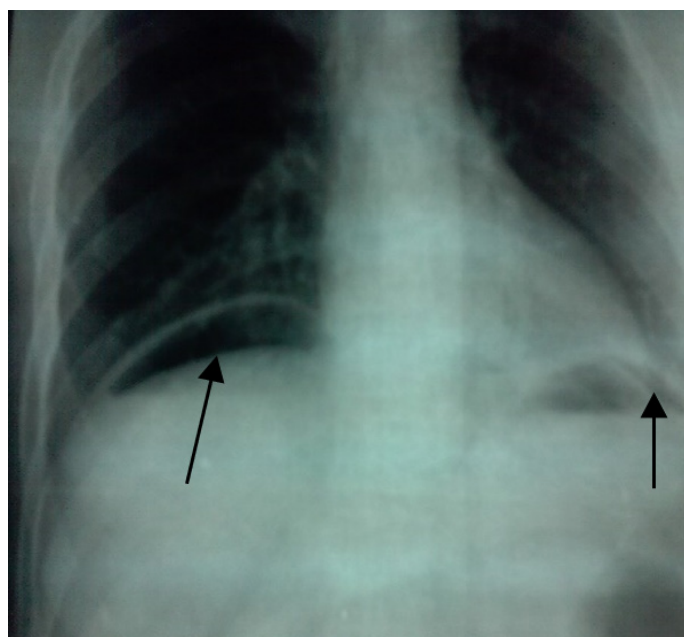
Radiographie pulmonaire montrant une image de pneumopéritoine
